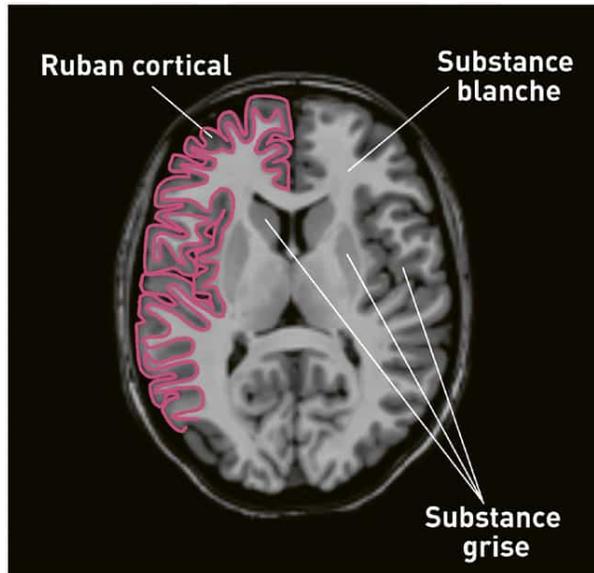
Image IRM d'un cerveau humain sain en coupe transversale (Source : M. Bonnet)
